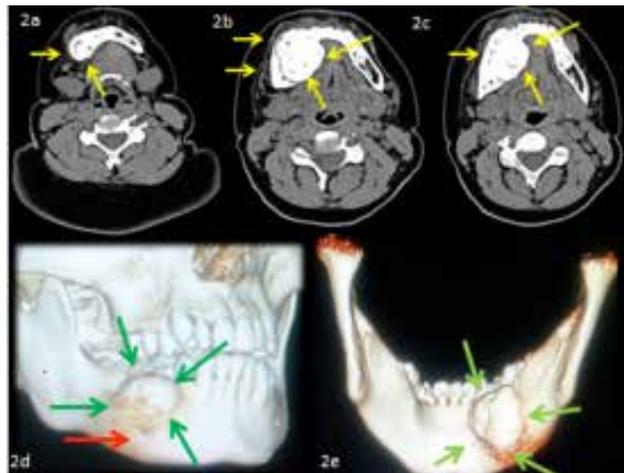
Cortes axiales de tomografía computarizada en donde se observa una lesión hiperdensa a tejido con áreas hipodensas a hueso adyacente (flechas amarillas). Imagen 2d. y 2e. Reconstrucción tridimensional con aumento de volumen con expansión cortical mandibular vestibular y lingual (flechas verdes) sin involucro aparente de foramen mentoniano derecho (flecha roja) ni pérdida de continuidad a nivel del borde basal mandibular derecho.
